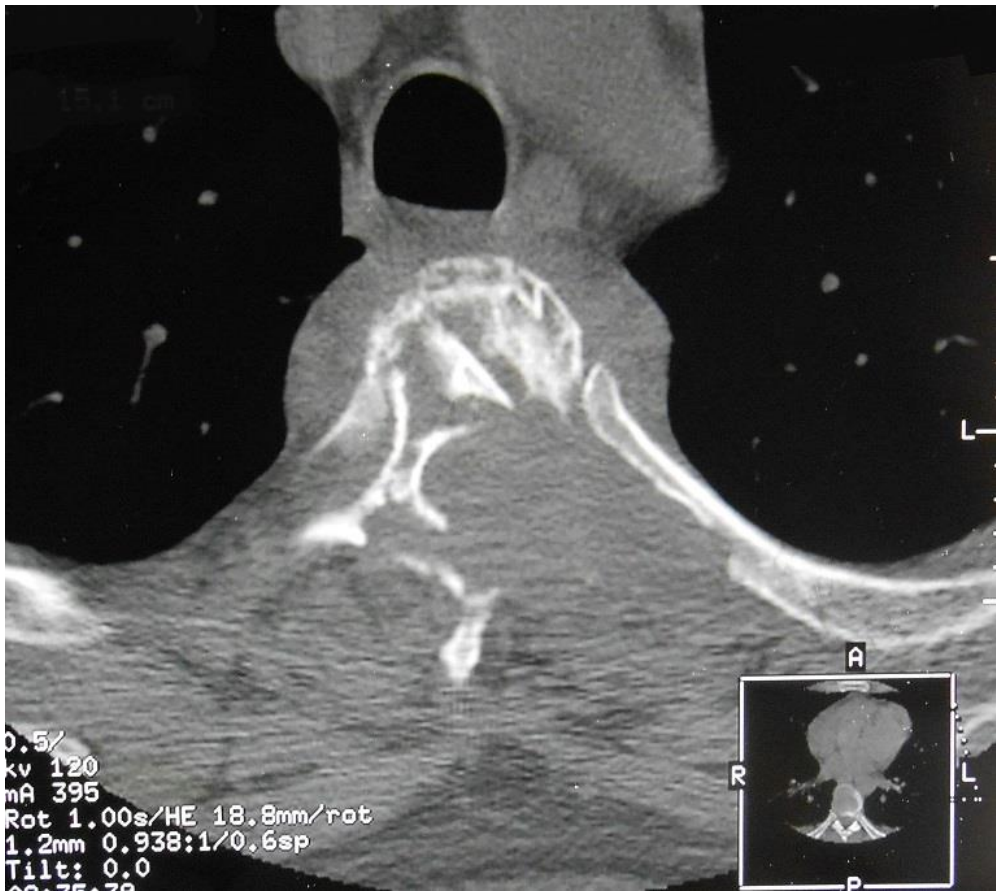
Coupe TDM horizontale passant par D3 montrant un éclatement du corps vertébral, associé à une ostéolyse de l'arc postérieur
